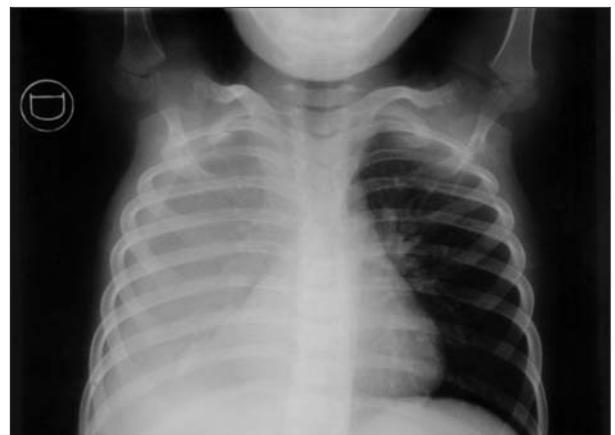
Pleuroneumonía neumocócica. Radiografía de tórax: opacificación del hemitórax derecho sin pérdida de volumen con presencia de líquido pleural cuyo cultivo fue positivo para neumococo.
